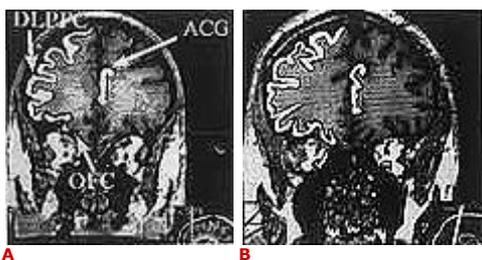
Imagen de cerebro obtenida por resonancia magnética en una persona con síndrome de Down (A) y otra control de la misma edad (B). En ella se aprecia el volumen correspondiente a la corteza prefrontal dorsolateral (DLPFC), a la corteza orbitofrontal (OFC) y a la corteza cingulada anterior (ACG). Según Raz et al.
